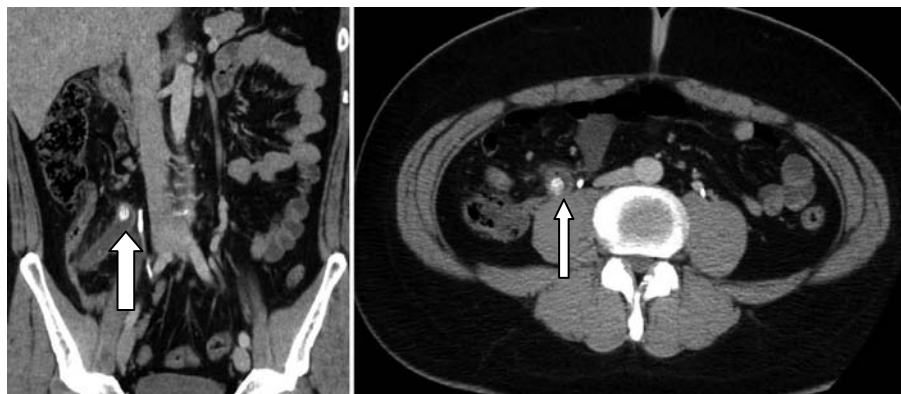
TDM abdominale avec injection de produit de contraste montrant une appendicite aiguë. La reconstruction coronale montre un appendice distendu par du liquide intraluminal avec présence d'un stercolithe appendiculaire [230].
